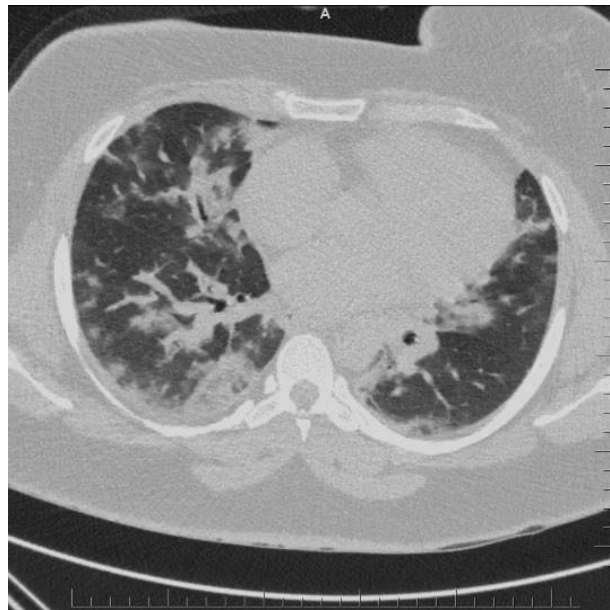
Компьютерная томограмма грудной клетки в аксиальной плоскости, выполненная на третьи сутки после госпитализации. Отмечается отрицательная динамика в виде увлечения объема поражения паренхимы легких и появления новых очагов (более выражено справа). Компьютерно-томографическая картина соответствует тяжелой степени поражения легочной паренхимы (КТ-3)
